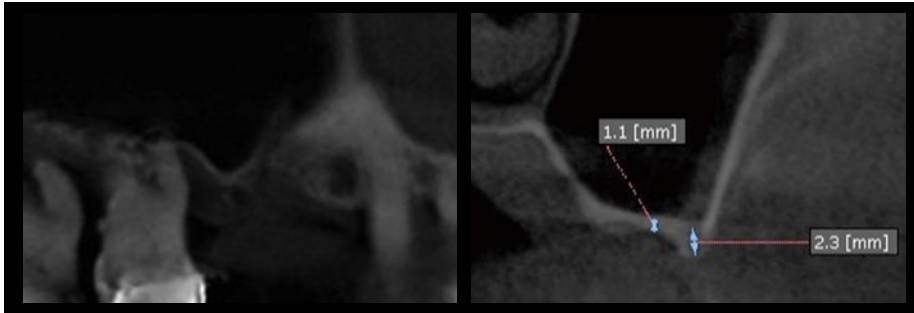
術前のCT像。⑥相当部には既存骨が1mm程度しかない。
